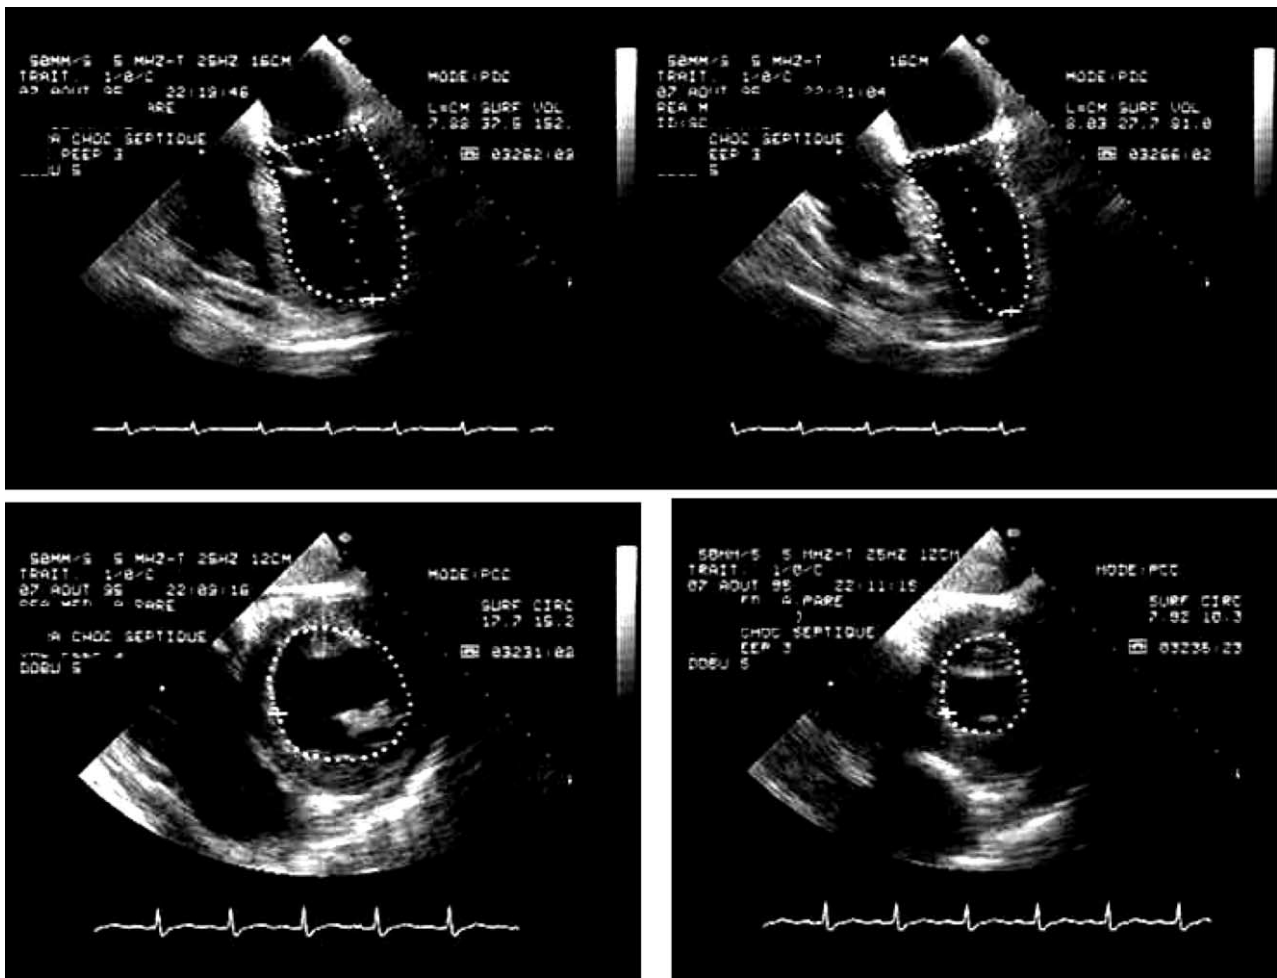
Échocardiographie transœsophagienne.
